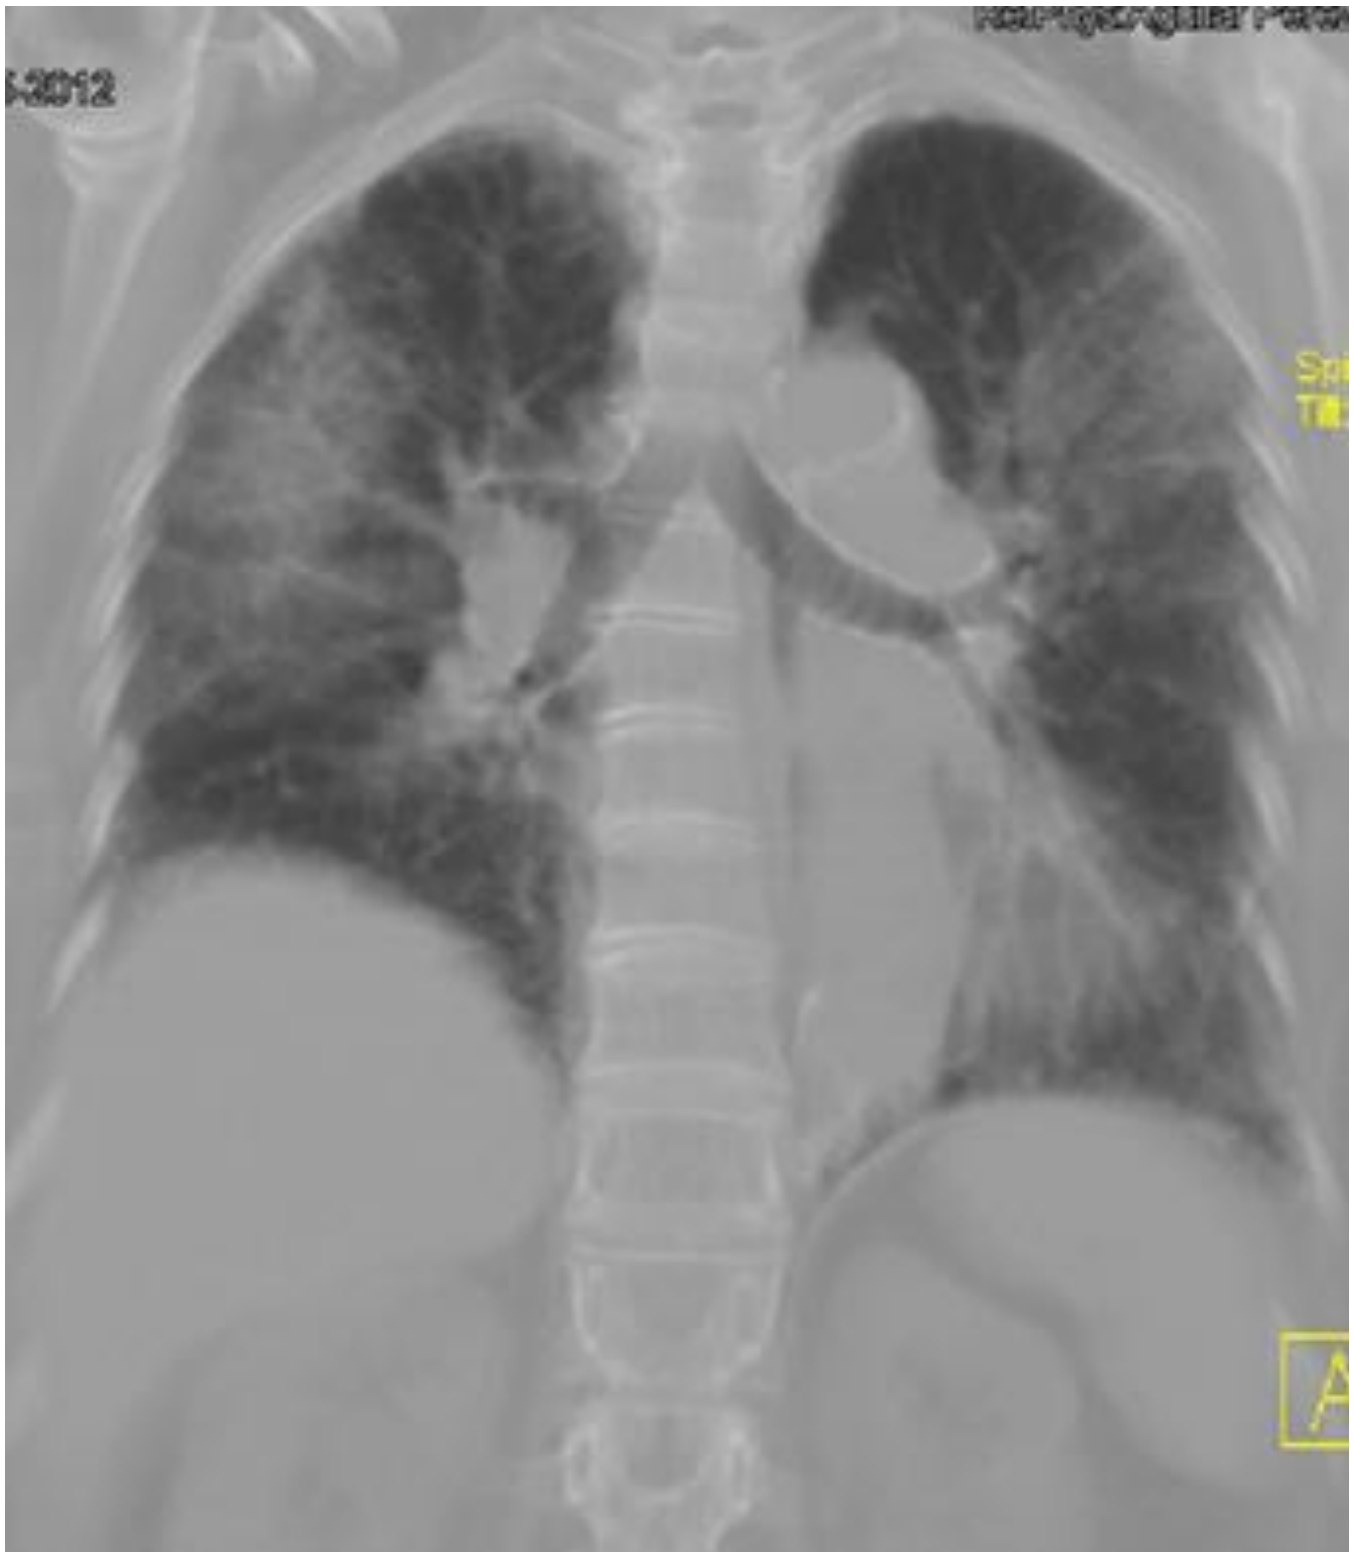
NEUMONIA INTERSTICIAL. TC de Tórax. Marcado engrosamiento septal periférico, sin panalización, en paciente con toxicidad por everolimus.
